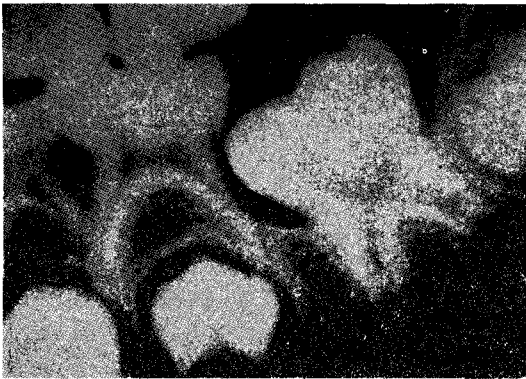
초진시 구강내방사선 소견(증례4)
